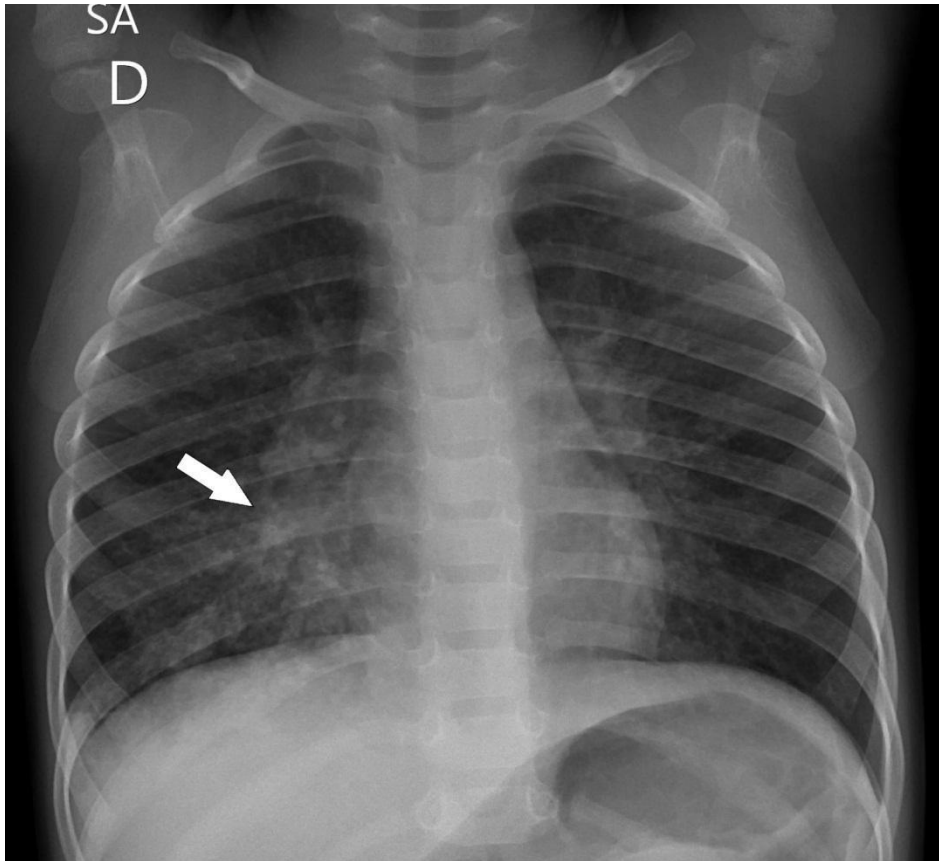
Radiografia de tórax em PA. Infiltrado pulmonar intersticial e alveolar no lobo inferior direito (seta), relacionado à broncopneumonia.
